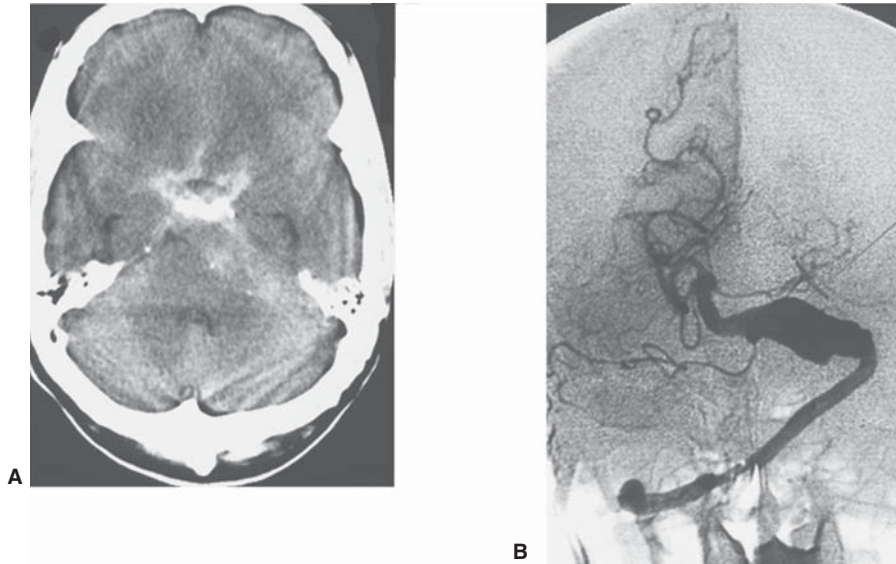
A) TC cerebral mostrando hemorragia subaracnoidea difusa en la cisterna supraselar y efecto de masa en el ángulo pontocerebeloso izquierdo. B) Inyección vertebral izquierda muestra la dilatación difusa e irregular de la porción proximal de la arteria basilar representando un aneurisma fusiforme (flecha).
